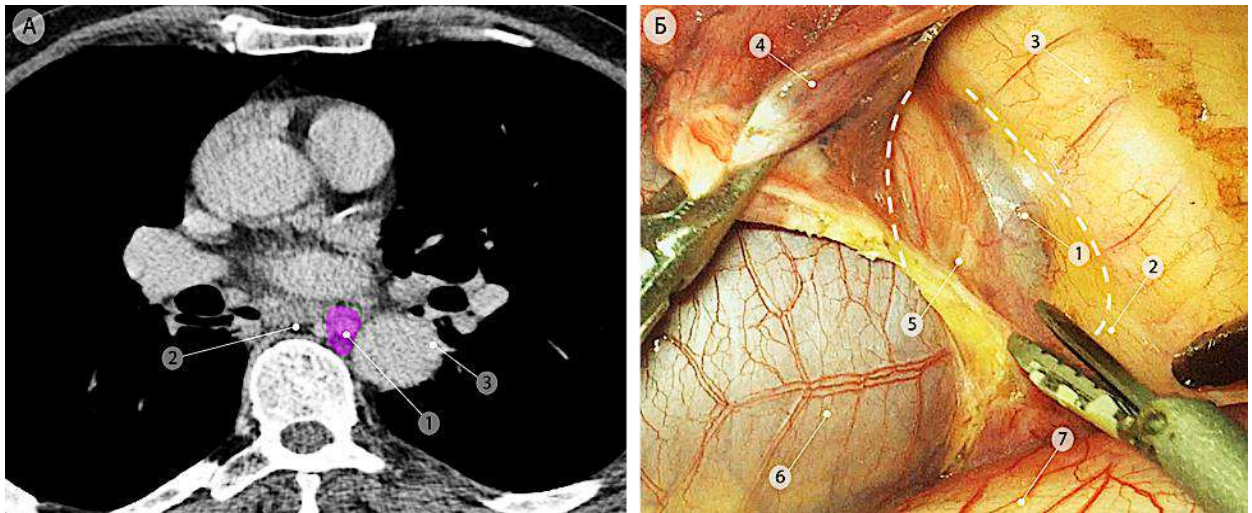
Лимфатические узлы параэзофагеальной группы слева (группа 8L), отмечены фиолетовым цветом. а – компьютерная томограмма (аксиальная проекция); б – интраоперационная эндоскопическая фотография. Пунктирной линией показаны границы подлежащего удалению блока клетчатки с лимфатическими узлами. 1 – параэзофагеальный лимфатический узел (группа 8L); 2 – проекция пищевода; 3 – нисходящая часть грудной аорты; 4 – нижняя доля левого лёгкого; 5 – левая лёгочная связка; 6 – перикард; 7 – диафрагма
